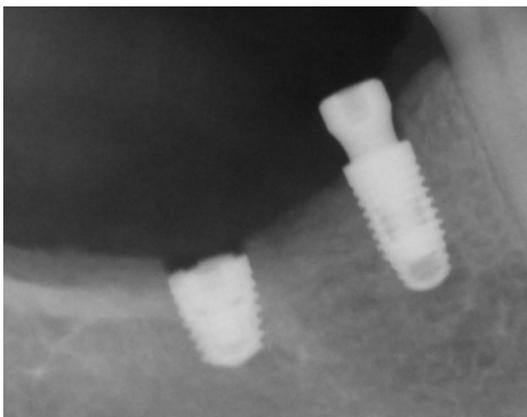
Radiografia periapical pós-cirúrgico imediato.
